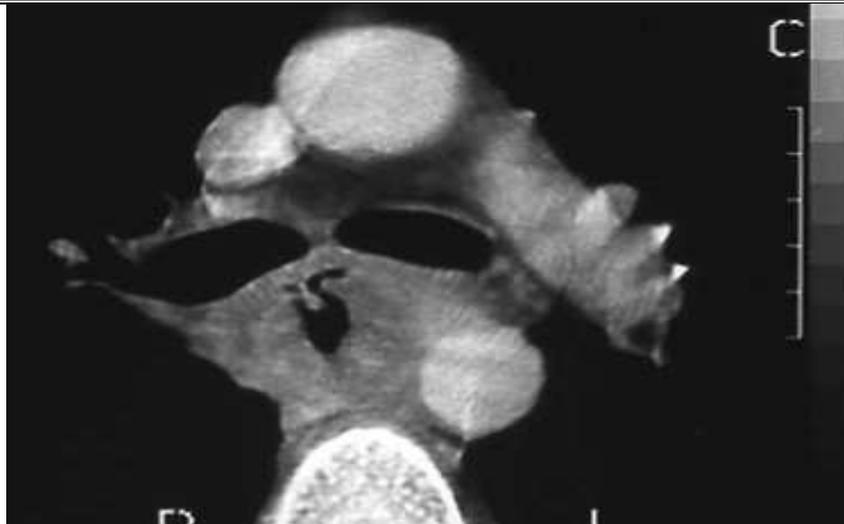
TDM abdominale : recouvrement de l'aorte par une tumeur œsophagienne [51]
